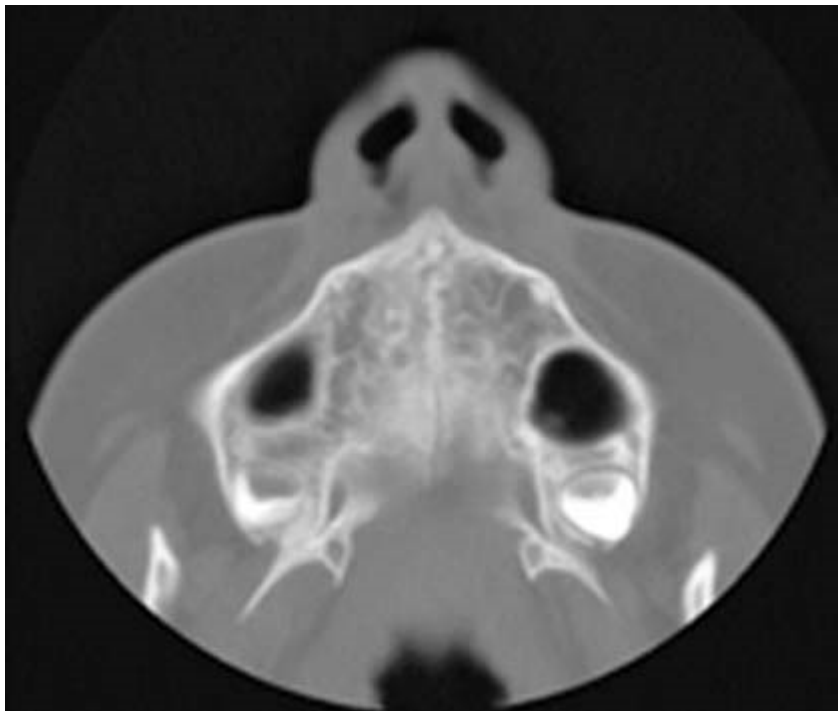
TAC de órbita con ventana ósea.
